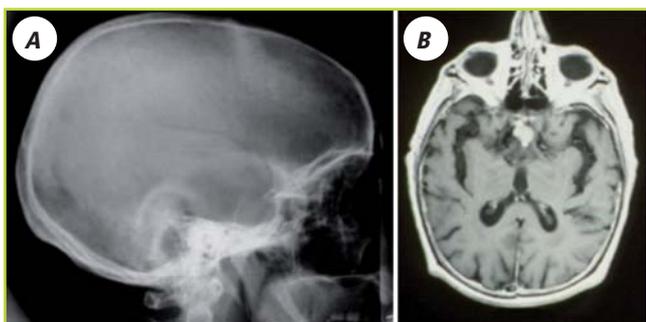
A. Radiografía de cráneo de un paciente con adenoma hipofisario (nótese el ensanchamiento de la silla turca) B. Imagen de RM de adenoma hipofisario.
